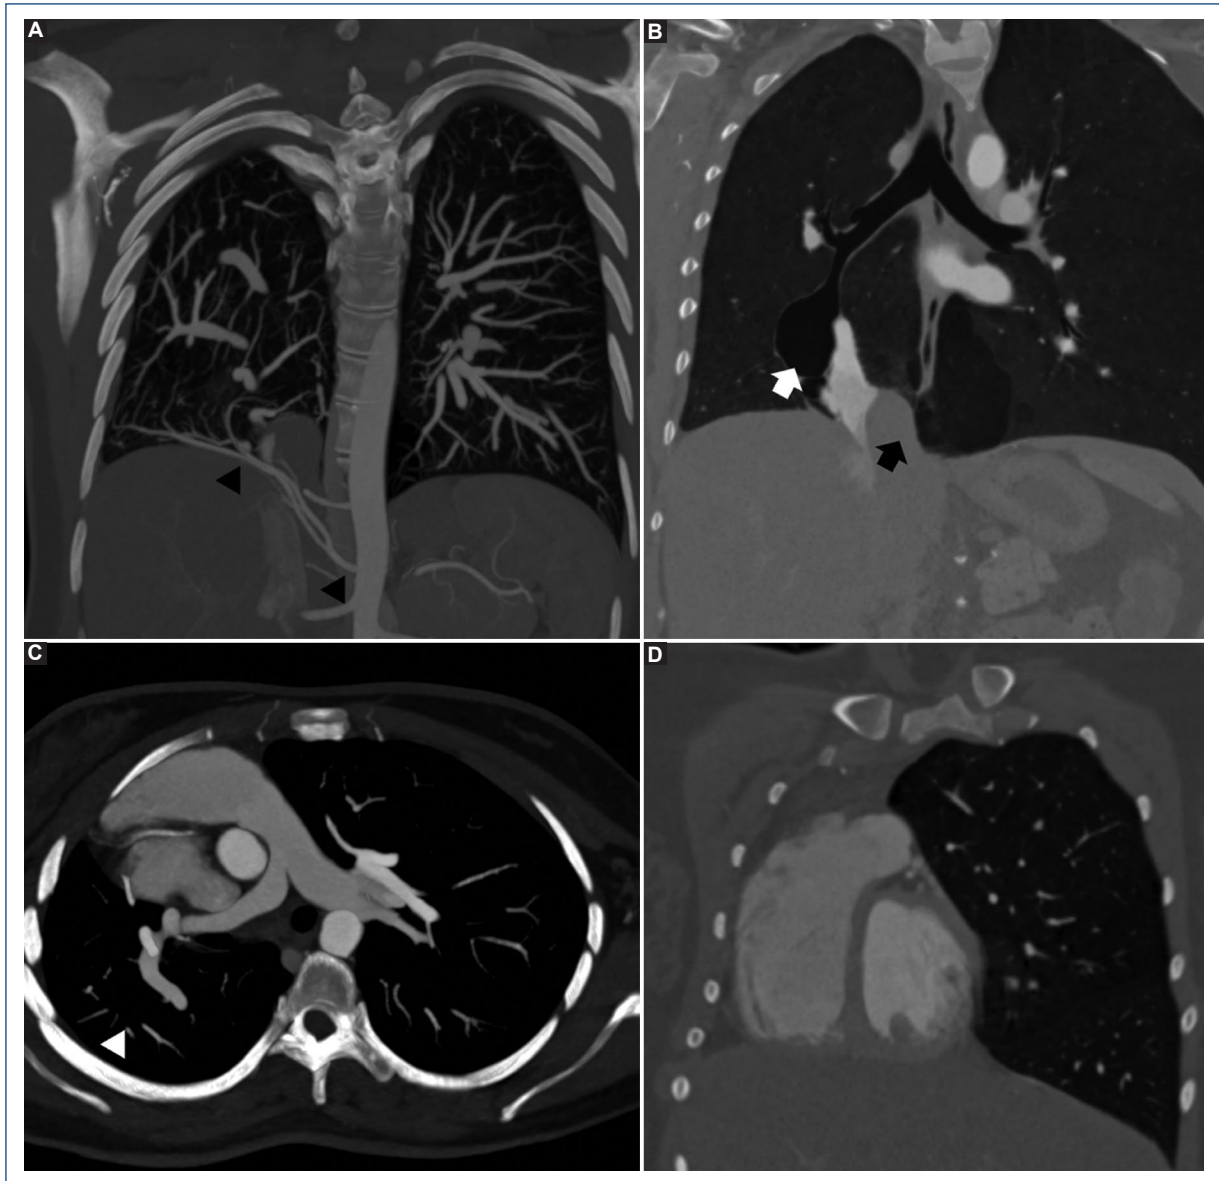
A: CT in the coronal plane with MIP showing anomalous systemic arterial supply from the aorta to the right lower pulmonary lobe (black arrowheads) B: cystic bronchiectasis (white arrow) and diaphragmatic eventration (black arrow). C: right lung (white arrowhead) and pulmonary artery hypoplasia. D: dextrocardia and right ventricle enlargement.
